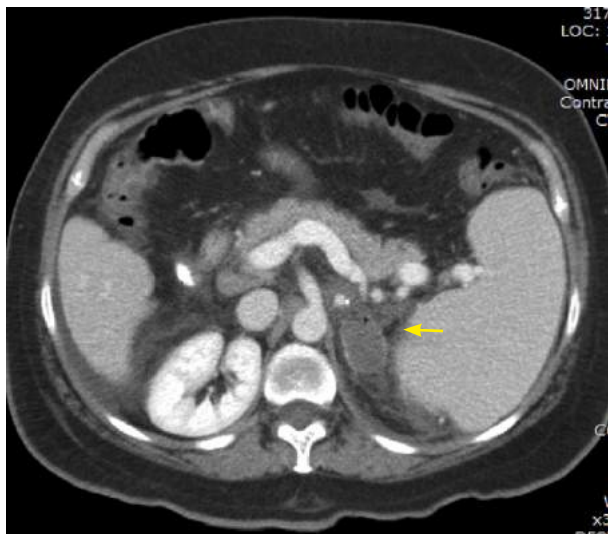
TAC con contraste. Corte axial. Muestran la glándula adrenal izquierda engrosada y con falta de realce con el contraste secundario a infarto (flecha)
